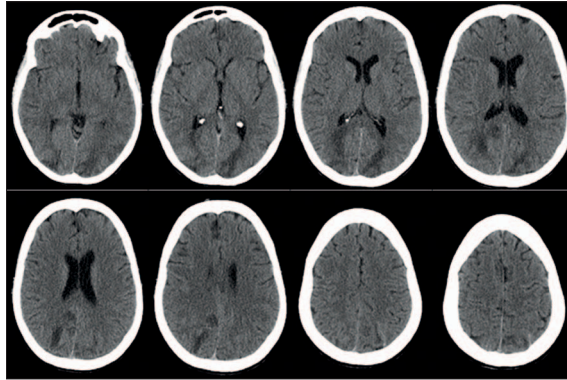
TC crânio-encefálica mostra hipodensidades occipitais e parietais posteriores, bilaterais, com ligeiro efeito de massa local e com hemorragia sulcal parietal associada.
